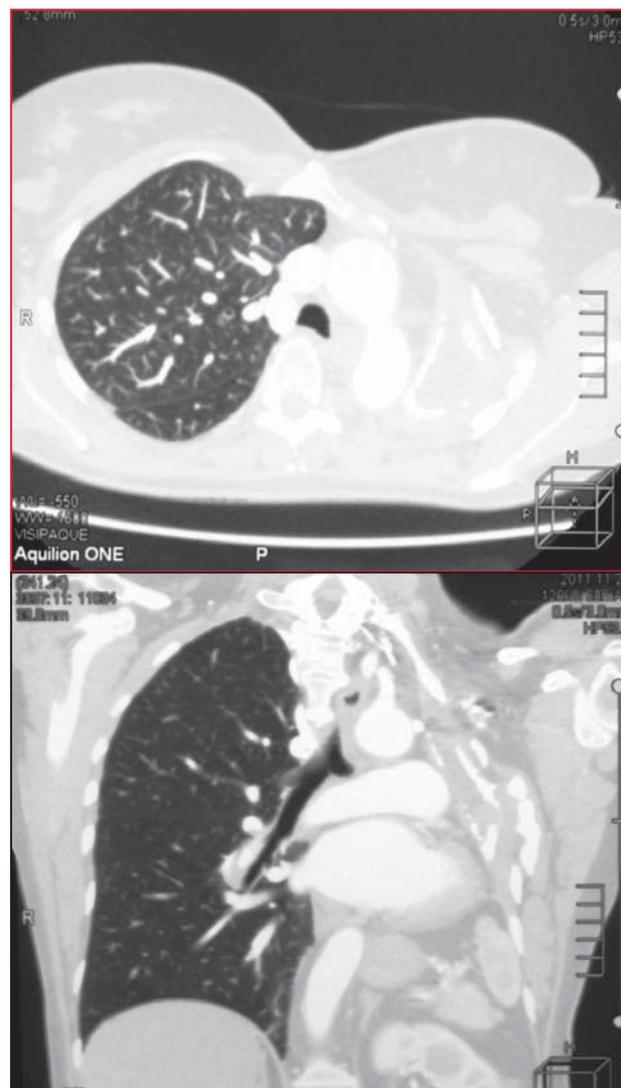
Компьютерная томограмма через 7 лет после операции.
